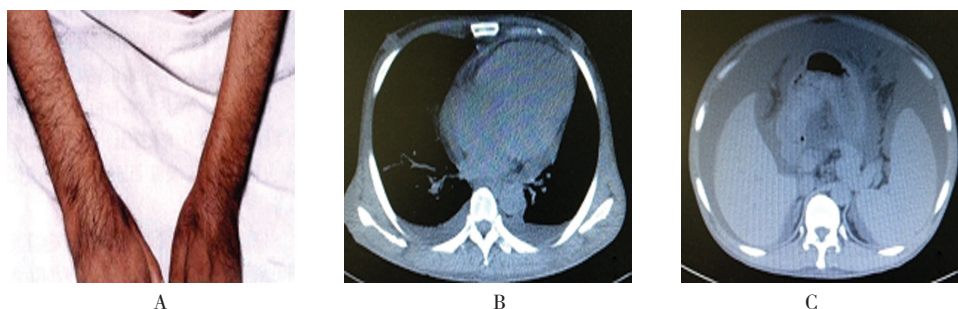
患者皮肤色素沉着、胸腹盆 CT 平扫结果
